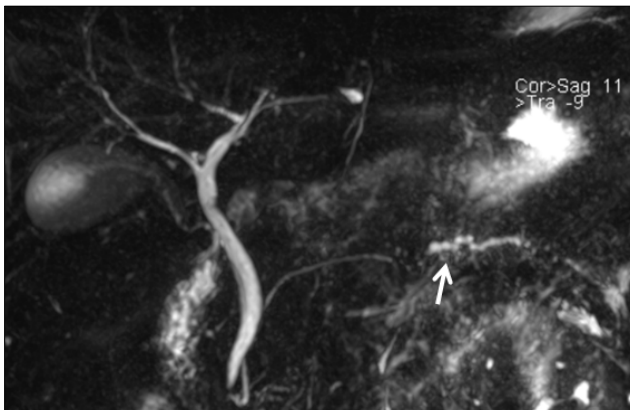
Magnetic resonance cholangiopancreatography showed dilation of the upstream pancreatic duct (white arrow).
